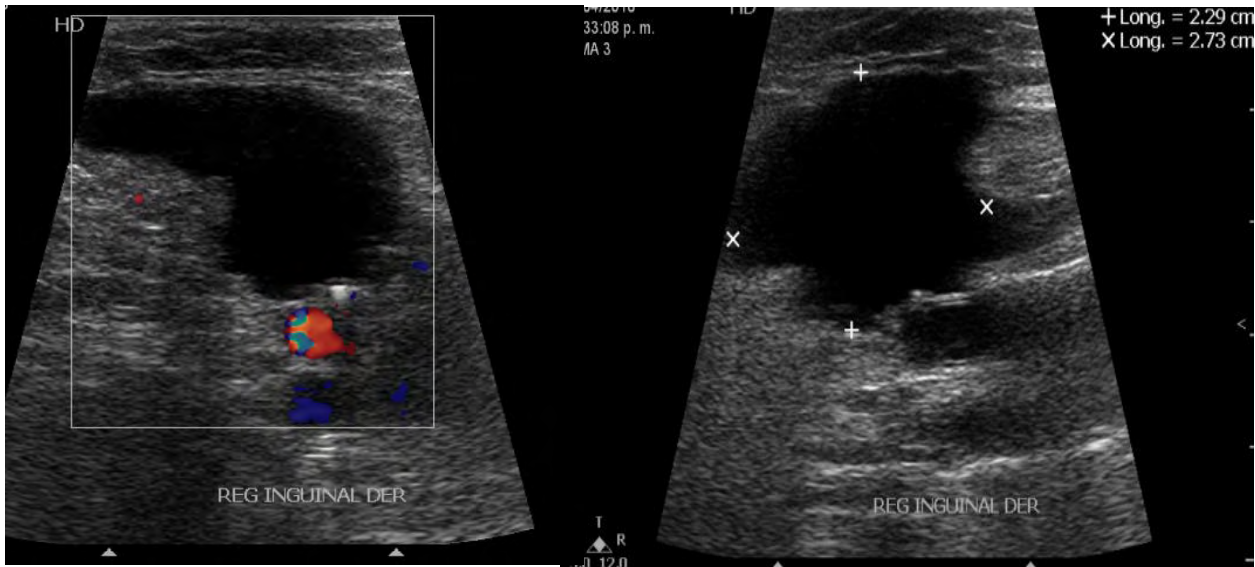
Paciente masculino de 67 años con obesidad Tipo 1 que se presenta al depto. De Urgencias. 3 días después del cateterismo. Ultrasonido lineal con Modalidad Doppler Color donde se observa una colección avascular y menor a 5cm
